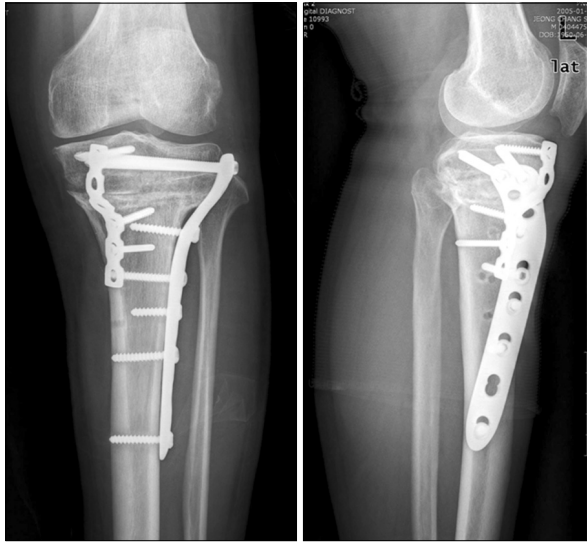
Four months after the corrective osteotomy, radiographs show the correction of genu recurvatum and genu varum. The femorotibial angle was valgus 5 degrees and the tibial posterior slope was 4 degrees.
